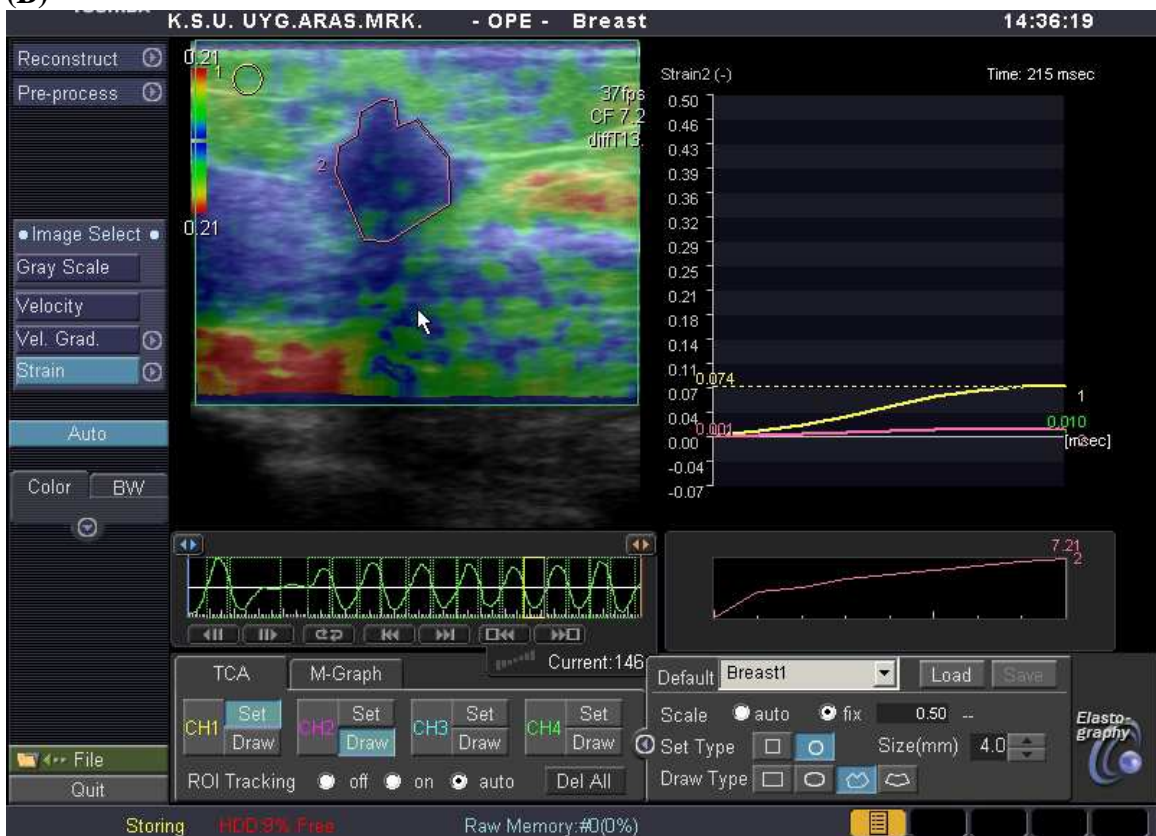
38 yaşında bir hastada fibroadenom tanılı bir lezyonun B-mod sonogram (A) ve sonoelastogram (B,C,D,E) görüntüleri. Cilt altı yağlı doku/lezyon ortalaması gerinim oranı: 2,08 (B), lezyon düzeyi yağlı doku/lezyon ortalaması gerinim oranı: 1,96 (C), cilt altı yağlı doku/lezyonun en sert yeri gerinim oranı: 5,14 (D), lezyon düzeyi yağlı doku/lezyonun en sert yeri gerinim oranı: 6,30 (E).
